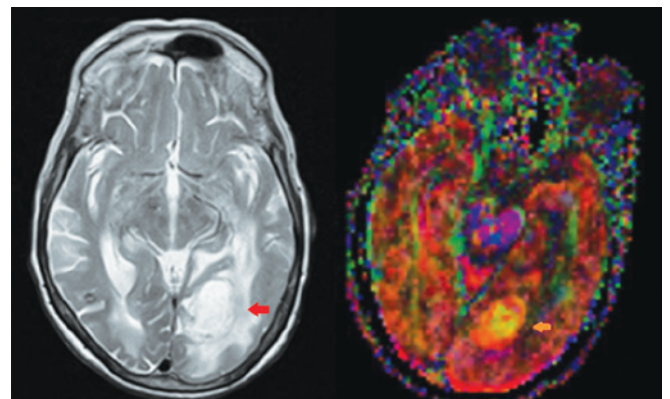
Ressonância magnética craniocéfálica que demonstra aspectos compatíveis com lesão de características expansivas com dimensões de 31mm x 17mm (seta), marginada por anel hiperintenso e com reforço marginal fino e regular. Marcado efeito de massa regional perilesional.
